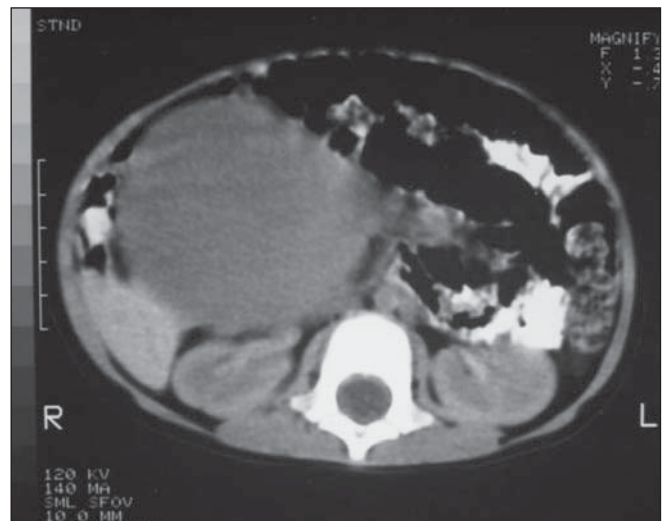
Tomografia computadorizada evidenciava massa bem delimitada, discretamente heterogênea, com plano de clivagem com o rim direito.
